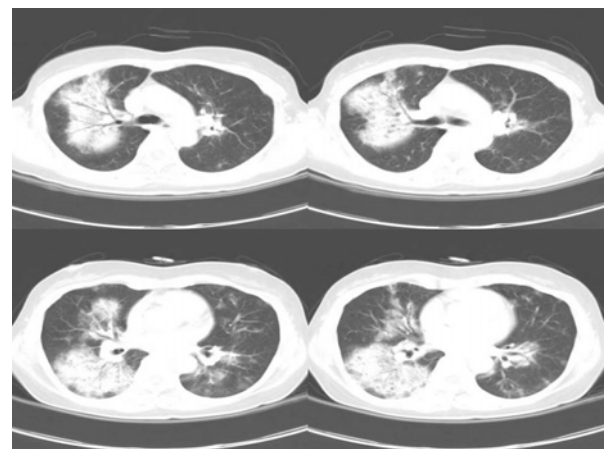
Initial chest CT(lung setting). Chest CT shows extensive multifocal consolidations in both lungs, suggestive of multifocal pneumonia.
